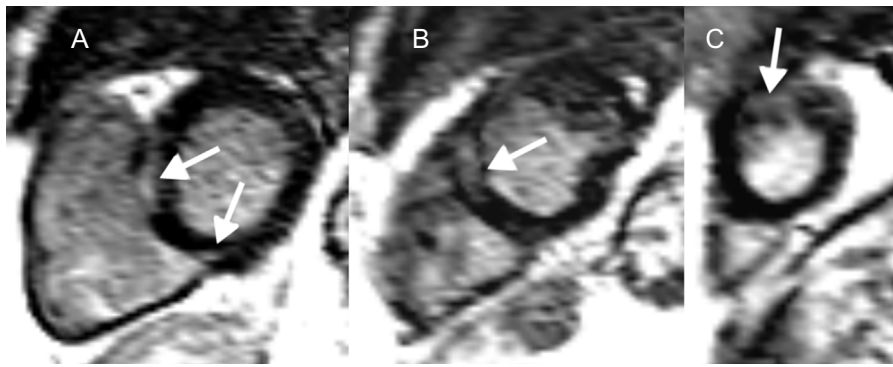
Resonancia magnética cardiaca en la sarcoidosis cardiaca y riesgo de arritmias ventriculares y muerte súbita cardiaca. Cortes del ventrículo izquierdo de eje corto (A-C) que muestran realce tardío de gadolinio en la pared media y el epicardio (flechas) a nivel basal (A), medioventricular (B) y apical (C) en un paciente con sarcoidosis cardiaca. En esta enfermedad, tanto la presencia como la extensión del realce tardío de gadolinio se relacionan con arritmias ventriculares y muerte súbita cardiaca.
